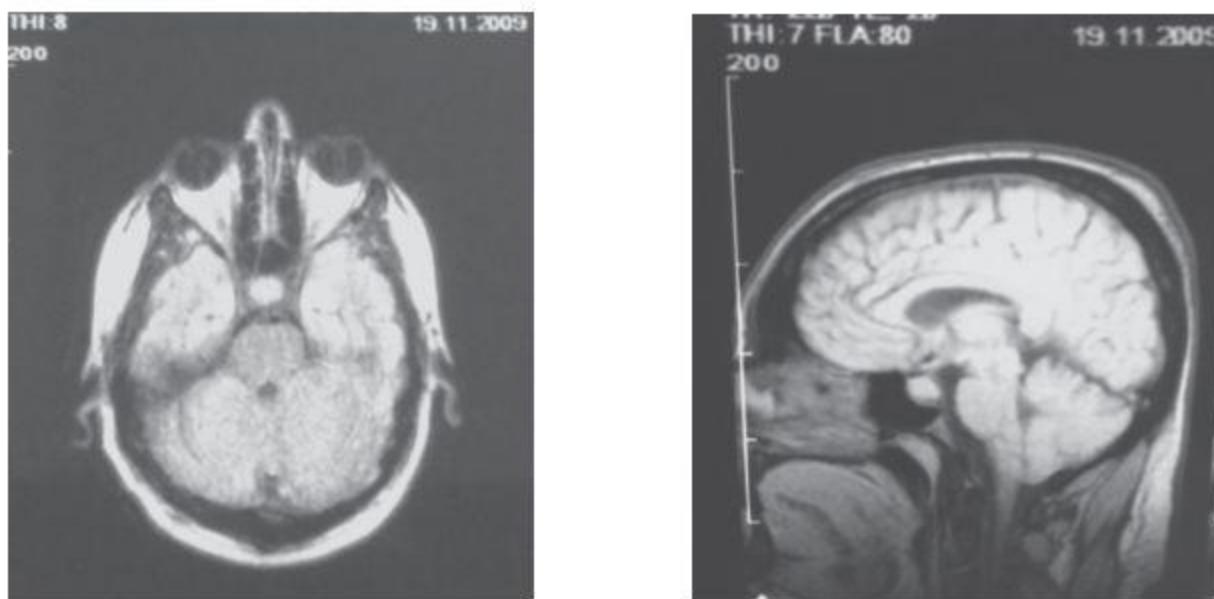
МРТ головного от 19.11.09 г. пациентки М. Увеличение гипофиза
